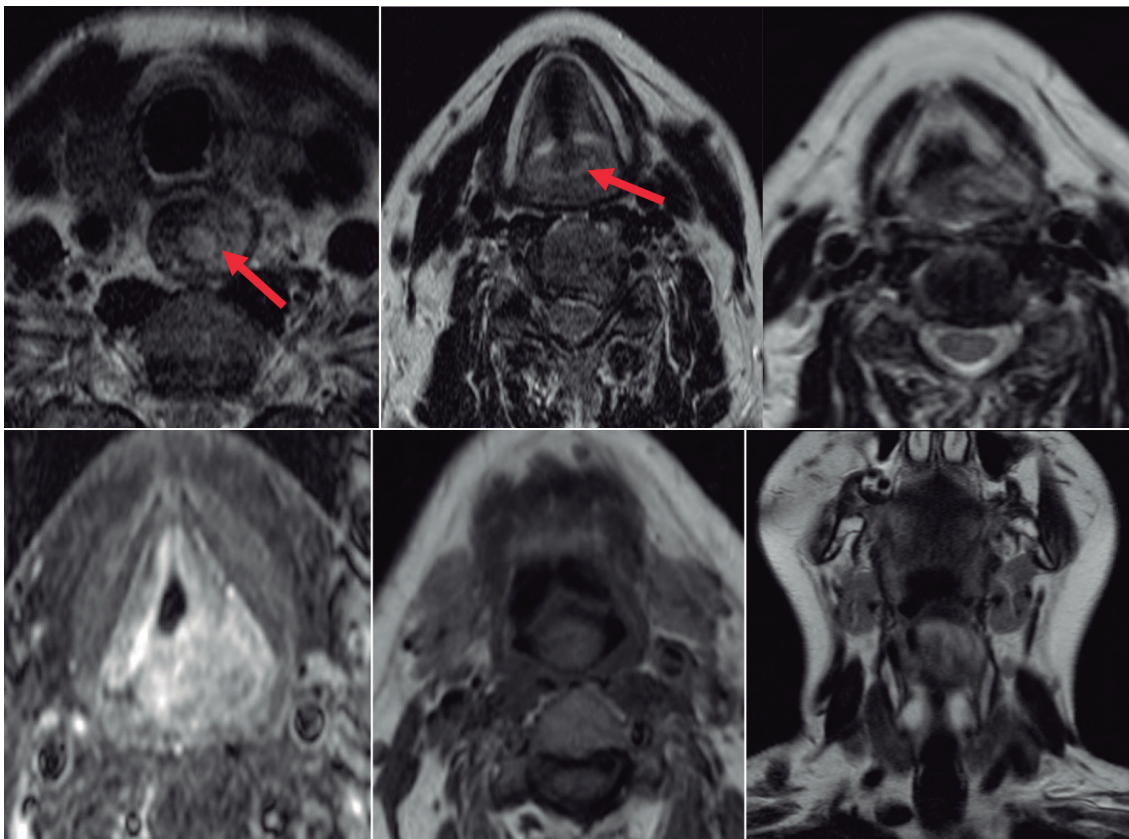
Resonancia magnética: se observa el tumor que asciende desde el esófago y la hipofaringe (flechas) y obstruye la glotis y la supraglotis.
